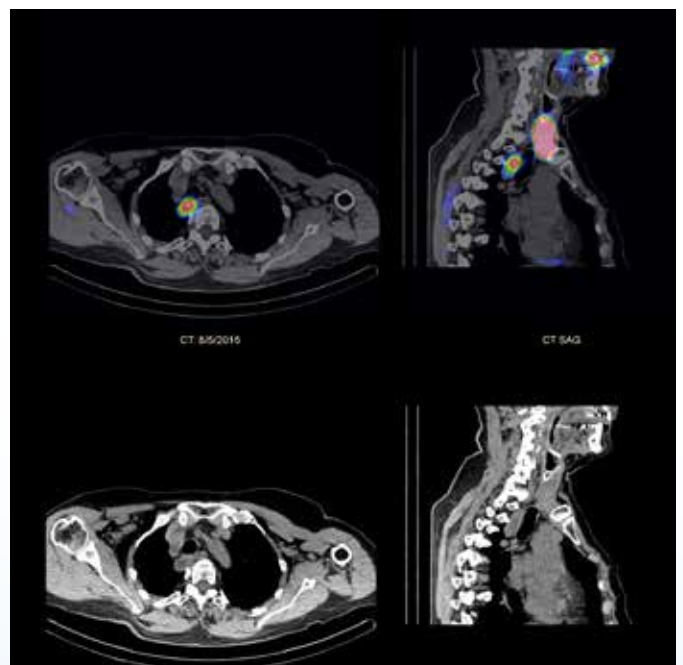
Fusion of the SPECT with CT data showing that the mismatch is corresponding with a voluminous mass posterior of the trachea descending until the level of the carina (red arrow).
